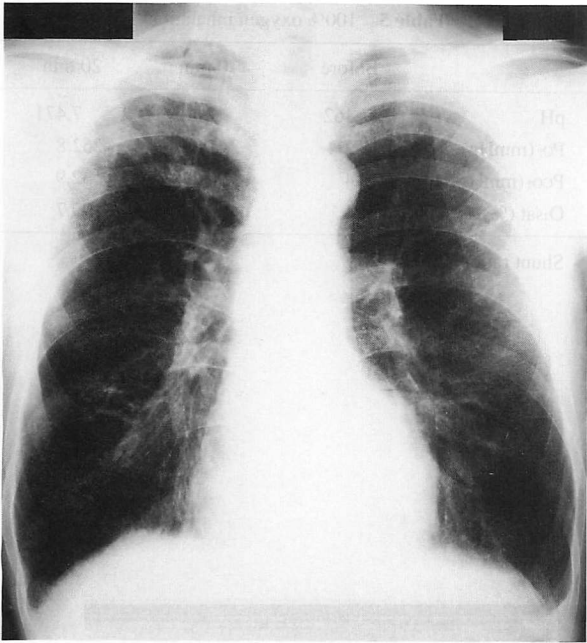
Chest roentgenogram
